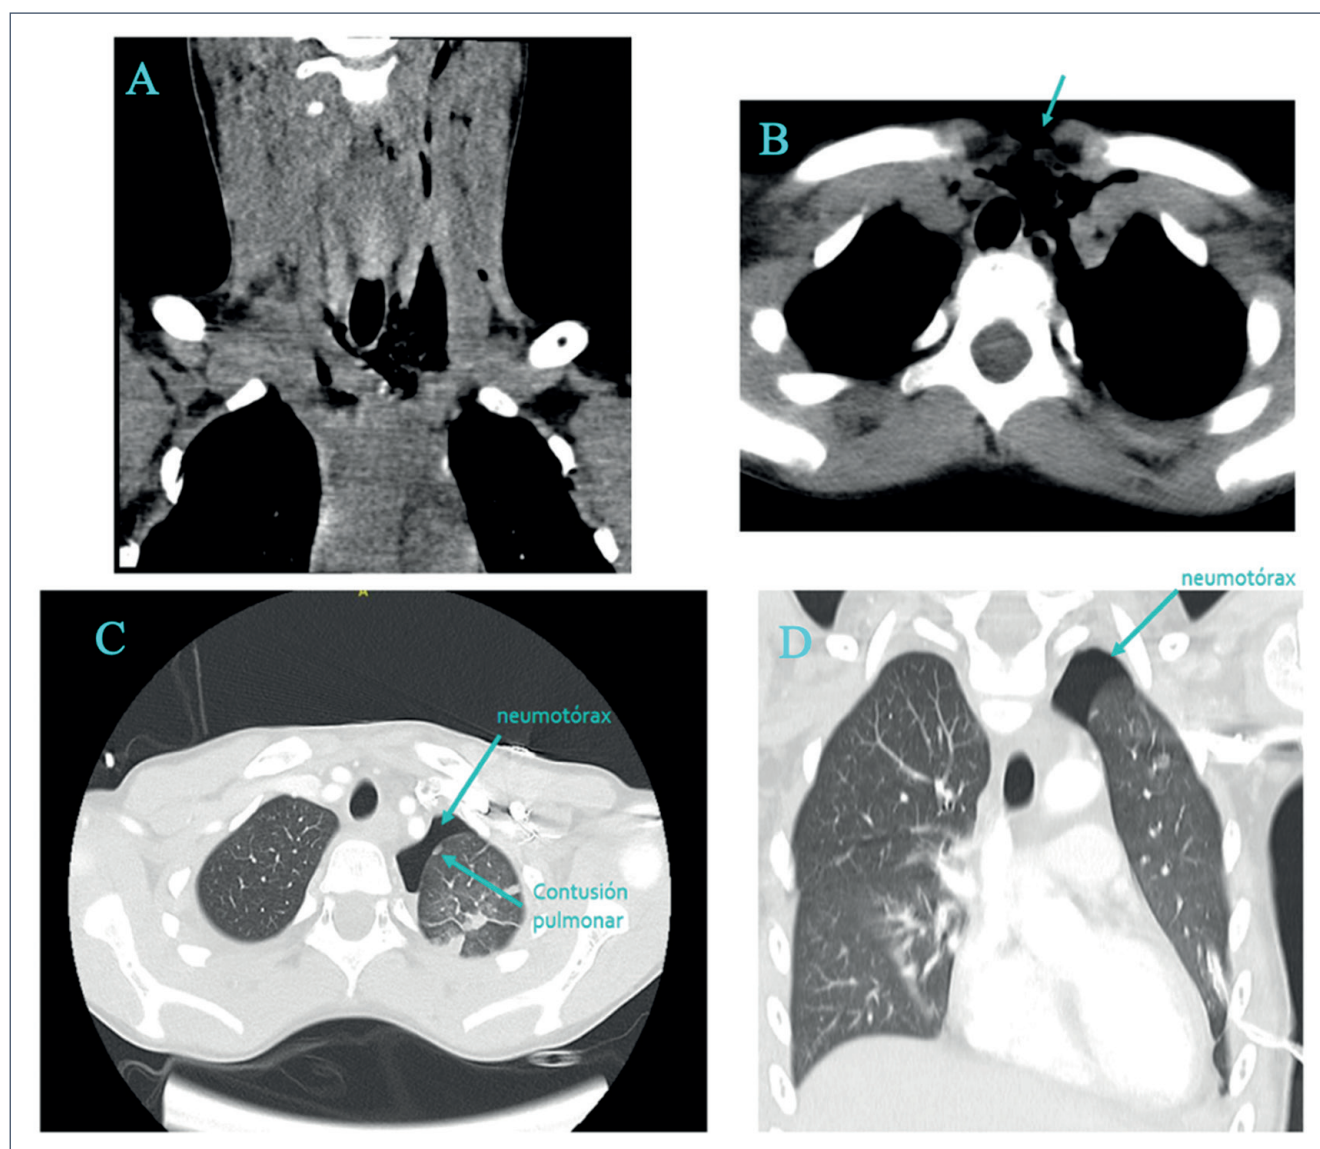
Tomografía axial computarizada realizada en la primera consulta. A: Proyección sagital, ventana mediastino. Bullas enfisematosas en región cervicotorácica izquierda. B: Proyección axial, ventana mediastino. Bullas enfisematosas en región cervicotorácica izquierda. C: Proyección axial, ventana pulmón. Neumotórax anterior apical izquierdo. Se observa componente de contusión pulmonar. D: Proyección sagital, ventana pulmón. Neumotórax anterior apical izquierdo.
